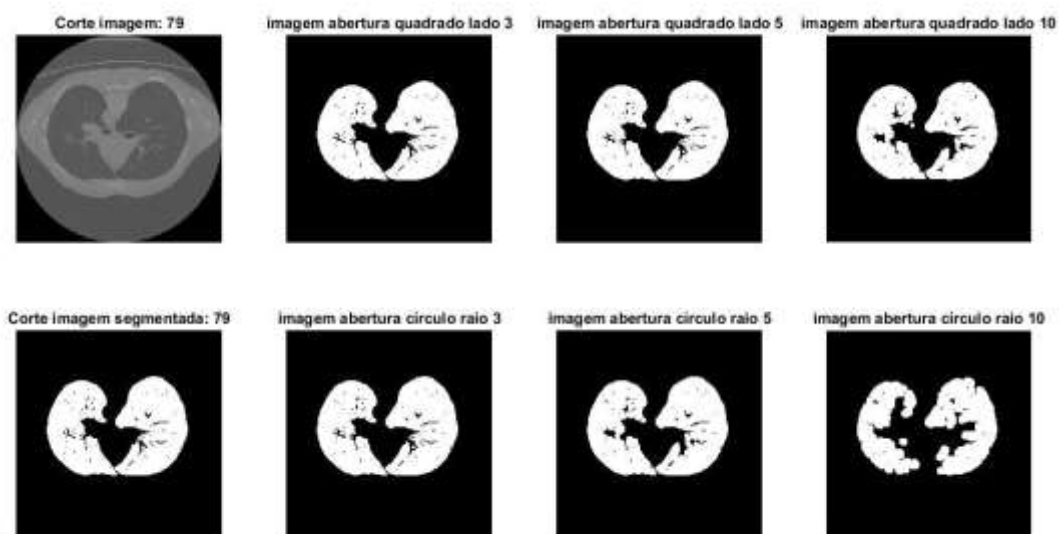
Exemplo de aplicação do operador abertura a uma imagem de um corte do conjunto de dados de TC binária, com diferentes elementos estruturantes: círculo de raio R e quadrado de lado L, com R=3, 5 e 10 pixels e L=3, 5 e 10 pixels.
